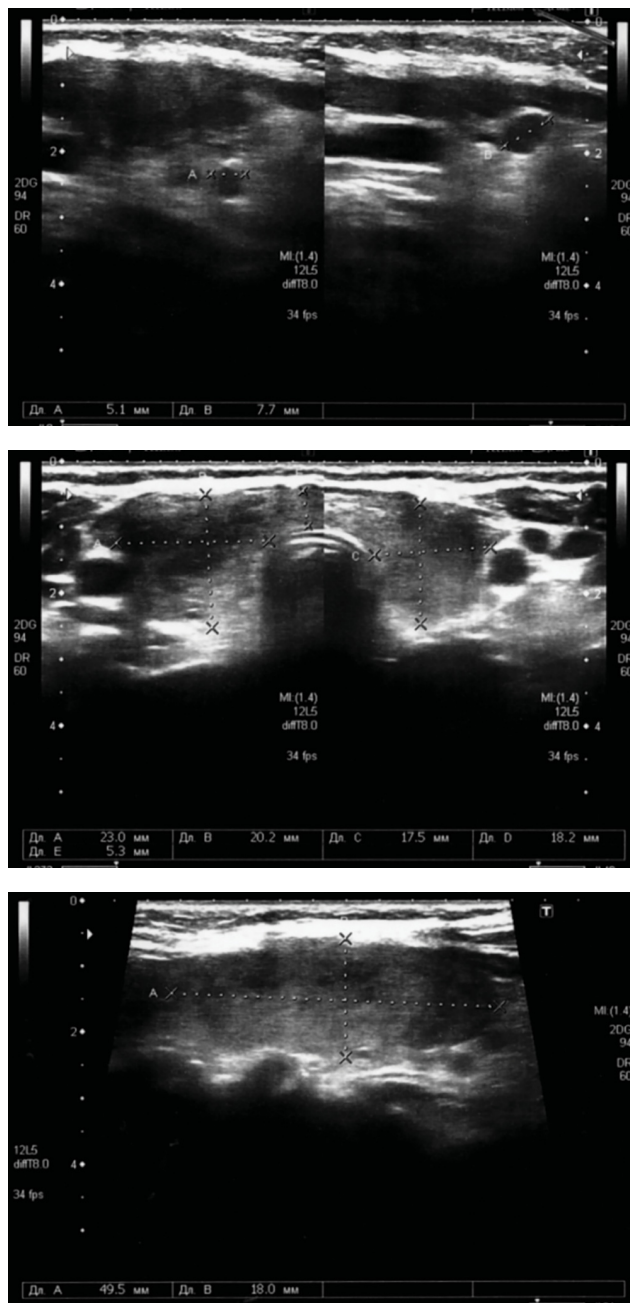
УЗИ щитовидной железы 25.04
